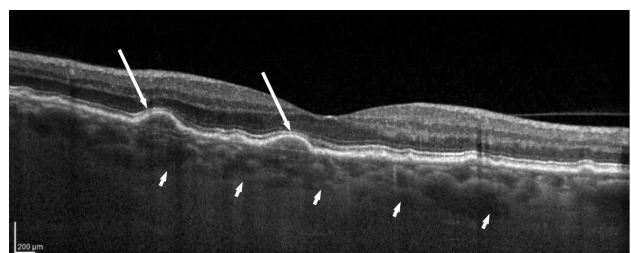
Оптическая томограмма макулярной области глазного дна больного возрастной макулопатией. Визуализируются участки деформации пигментного эпителия сетчатки, соответствующие мягким друзам (указаны длинными стрелками). Толщина сосудистой оболочки незначительно снижена.
